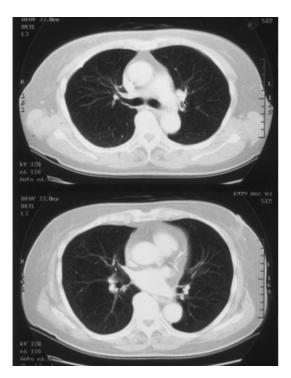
Chest CT 7 months after discharge.
